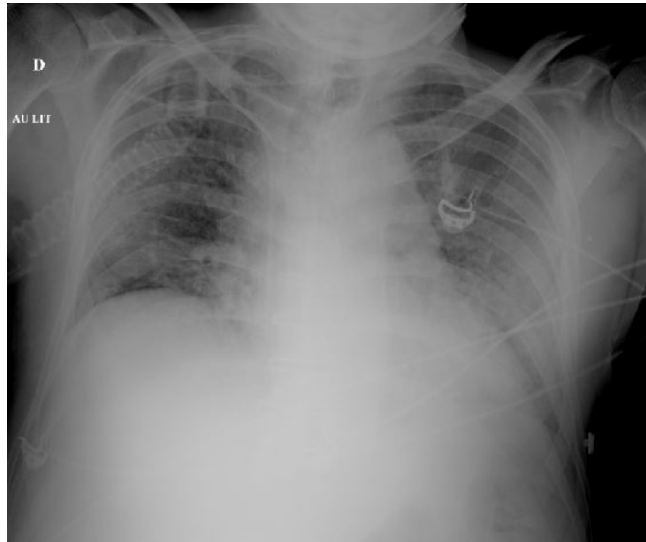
Radiographie thoracique: verre dépoli bilatéral diffus, lame d'épanchement pleural bilatéral.
